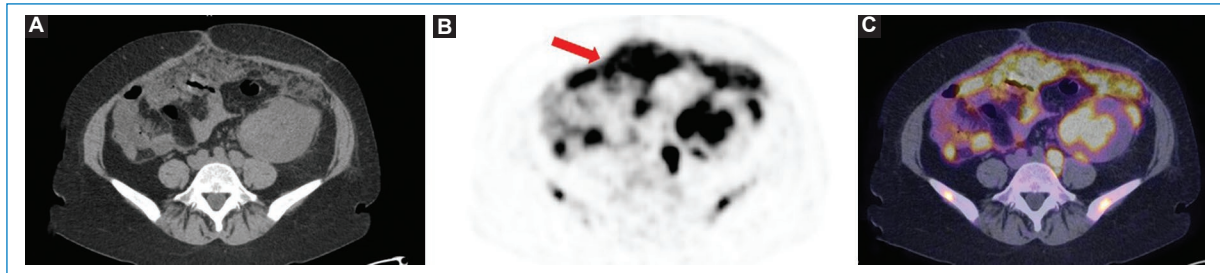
Varón de 66 años con diagnóstico de linfoma difuso de células B grandes y LP. Imágenes axiales de TC (A), MIP (B) y fusión PET-TC (C) que evidencian compromiso peritoneal difuso con aumento de consumo de 18F-FDG (flecha). Nótese, asimismo, las adenomegalias hipermetabólicas y las masas peritoneales acompañando el proceso difuso.
